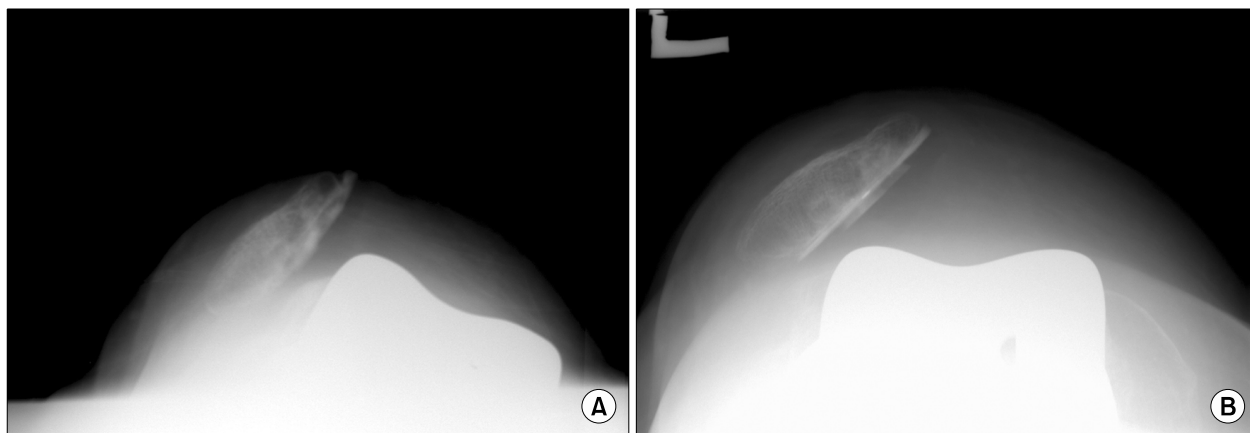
(A) Radiograph of the left knee of a 72-year-old woman shows patellar dislocation. (B) Radiograph taken 6 months after revision surgery shows persistent patellar dislocation.
